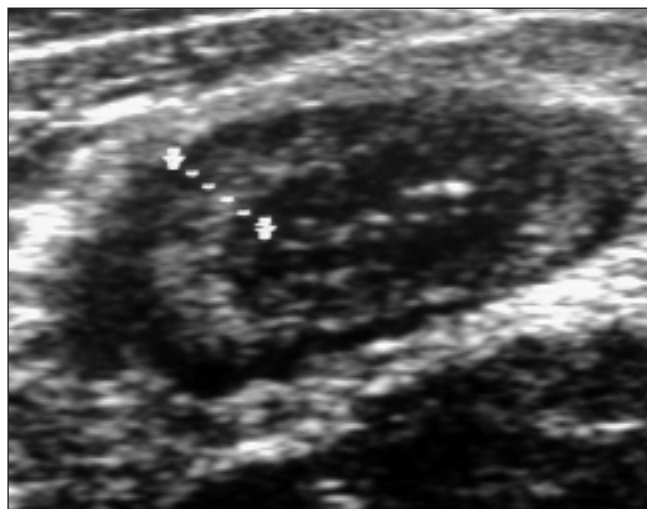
G, 12 anni. Ecografie dell'ultima ansa del tenue al ricovero.
